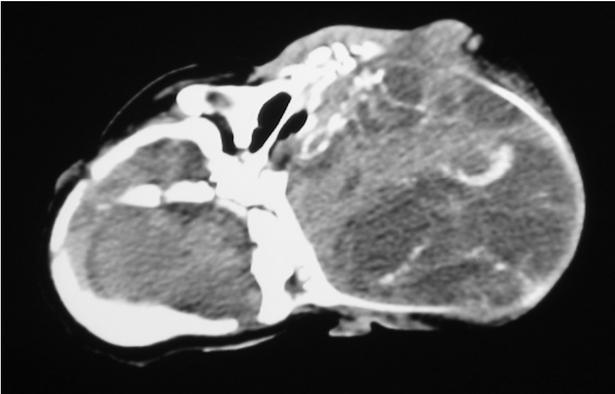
IRM néonatale : Tératome mature avec structure solido-kystique
